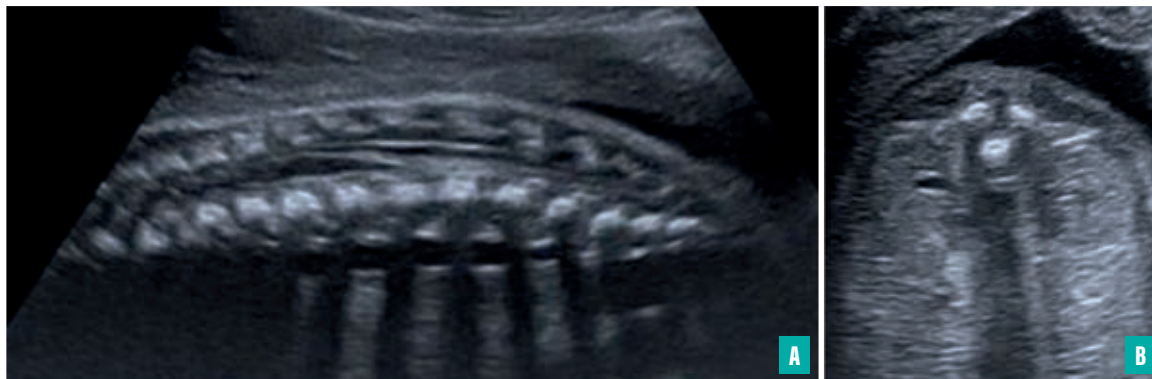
Aspect échographique normal du rachis lombosacré à 5 mois.
